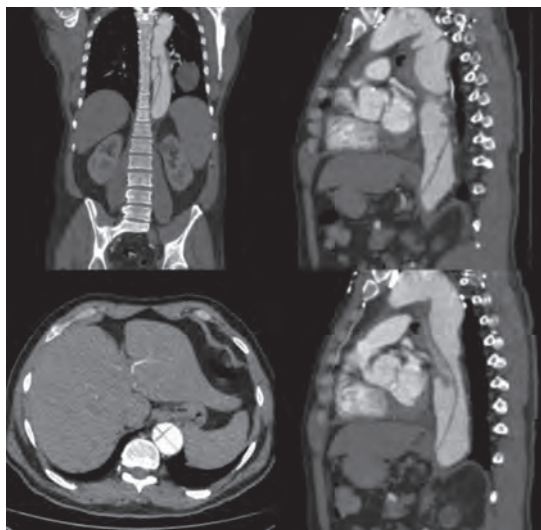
cortes sagitales, coronales y axiales del TC abdominal.
